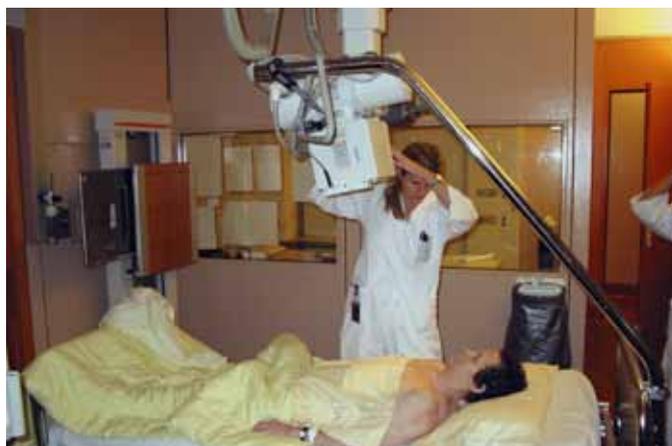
Рентгенограмма органов грудной клетки в положении лежа, переднезадняя проекция (рентгенологическое исследование у постели больного)
